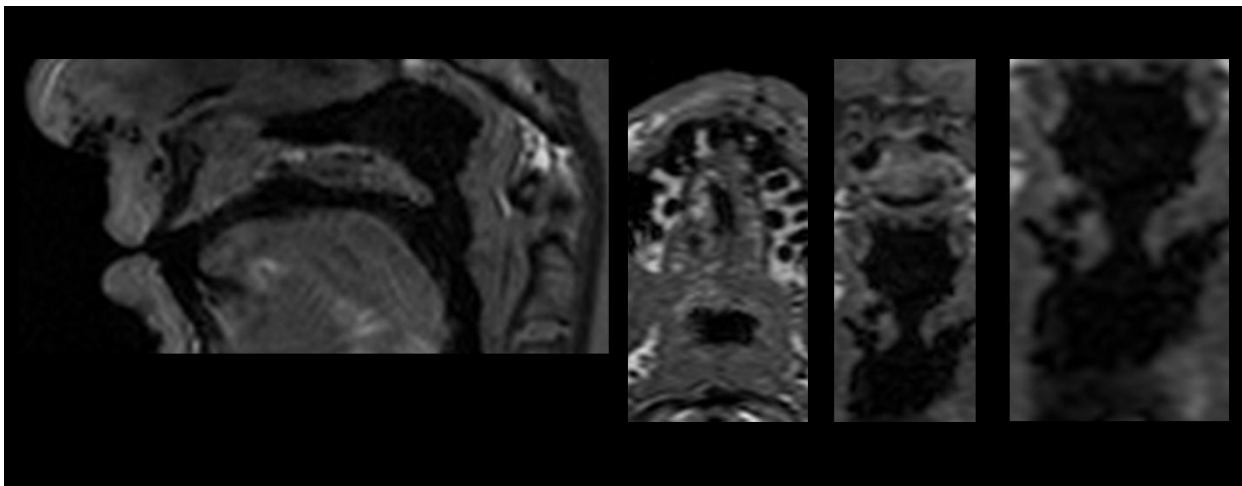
Patient 25, postoperative Echtzeit-MRT-Sequenz in sagittaler, axialer und koronarer Schnittebene des Velopharynx; Trotz typischer „Knie-Bildung“ (siehe weißer Pfeil) des Velums erfolgt kein velopharyngealer Verschluss (siehe schwarzer Pfeil), in der axialen und koronaren Ebene kann zwar ebenfalls eine symmetrische Annäherung der Seitenwände dokumentiert werden (weiße Pfeile), der Verschluss bleibt insuffizient (schwarze Pfeile).
